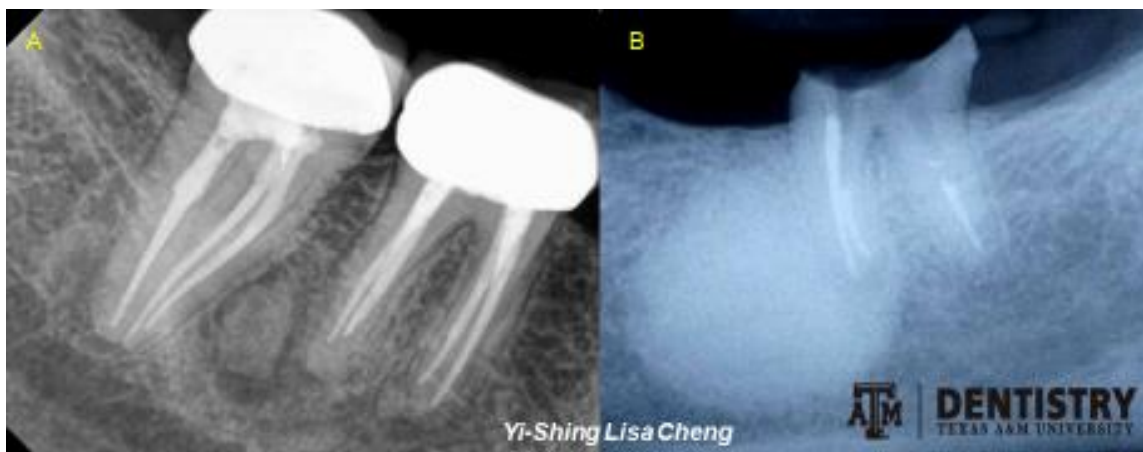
Se observan dos radiografías periapicales en la figura A se muestra una zona radiopaca entre las raíces de los molares que respeta el ligamento periodontal. La figura B es una radiografía periapical en la zona de molares que presenta un primer molar inferior con tratamiento de conductos y en su raíz presenta una lesión radiopaca bien delimitada. Ambas con el diagnóstico osteomielitis esclerosante focal.
